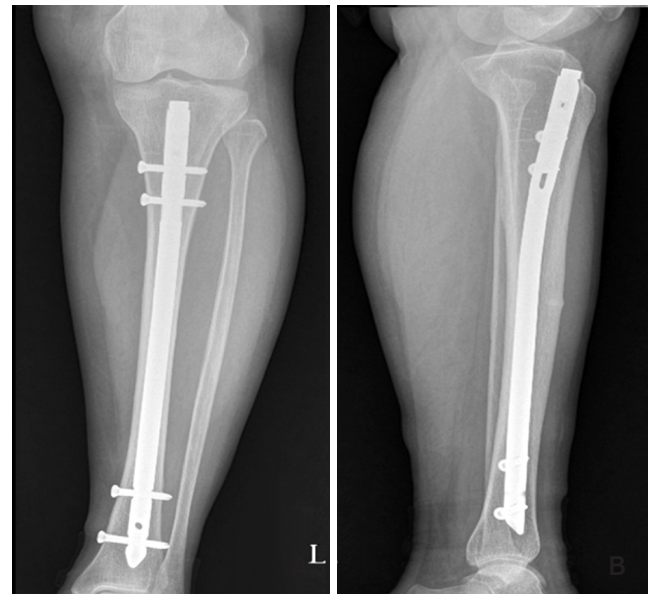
The radiographs of tibia taken eight months after the operation show callus formation at the fracture site, with a diminished gap of fracture.
